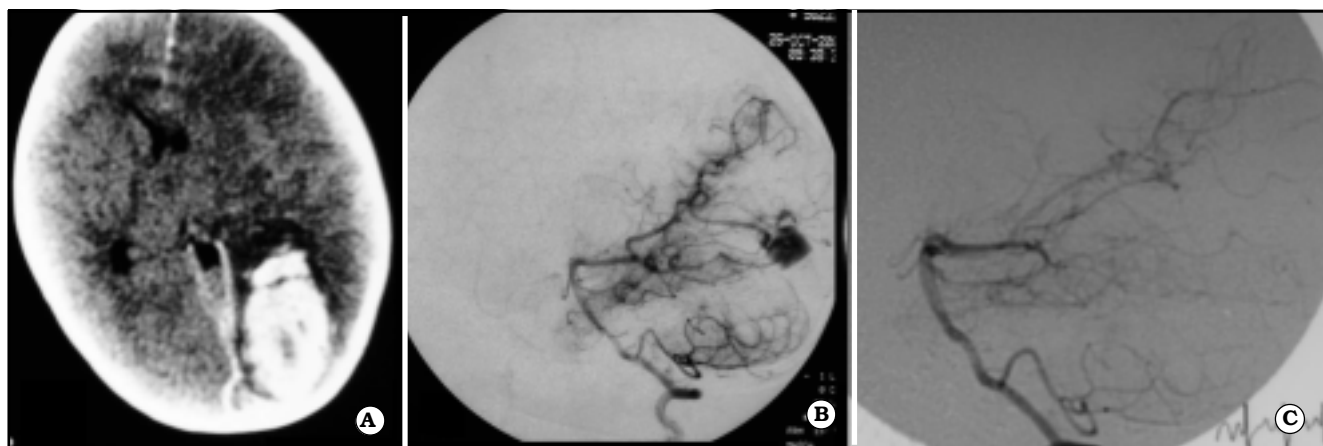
Malformación arteriovenosa parietooccipital izquierda. A. TAC inicial con hematoma parenquimatoso occipital izquierdo. B. Angiografía digital de perfil donde se evidencia MAV. C. Angiografía digital control donde no se observa MAV.
